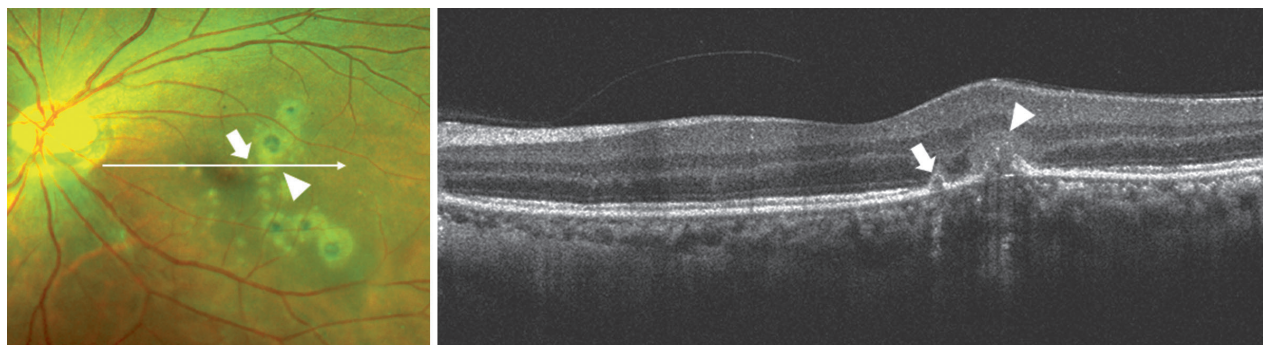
Оптическая когерентная томография — изображение в поперечном сечении двух активных очагов внутренних точечных хориопатий. Стрелкой указана локальная элевация пигментного эпителия сетчатки, соответствующая повреждению эллипсоидной зоны (стадия 2). Треугольной стрелкой указан очаг средней рефлексивности с нарушением целостности пигментного эпителия сетчатки, очаг распространяется вглубь и замещает слой фоторецепторов, пока не достигнет наружного плексиформного слоя (стадия 3). Пигментный эпителий сетчатки и мембрана Бруха в зоне нарушения целостности постепенно исчезают, обнажая хориоидею в зоне узелка
